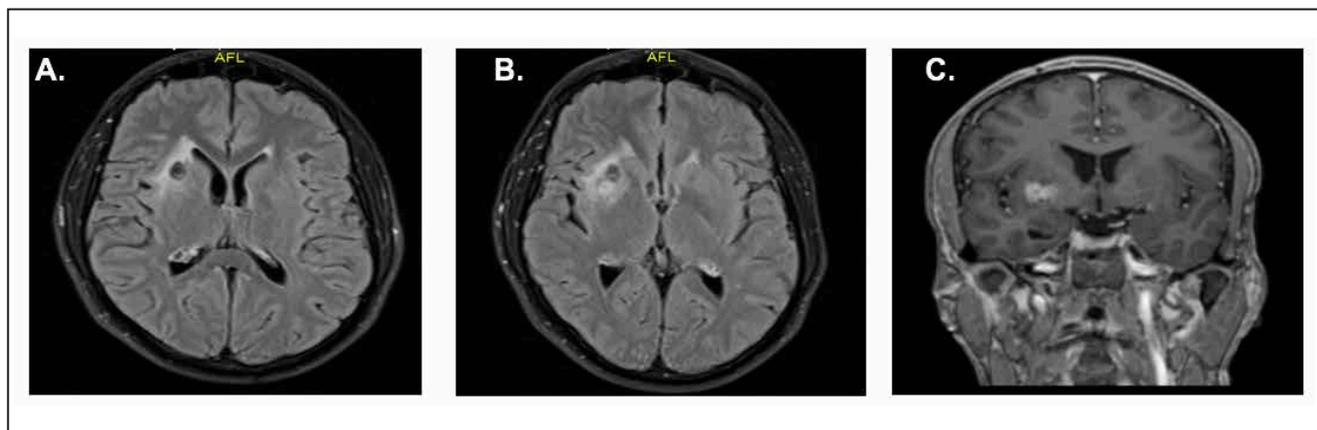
A, B y C: Resonancia cerebral contrastada: Secuencia FLAIR, corte axial (A y B) y T1 contrastada, corte coronal (C), posterior a 1 mes de tratamiento. Se evidencia lesiones hiperintensas en núcleos basales bilaterales, la de mayor tamaño en región basal derecha de bordes irregulares que realza con el medio de contraste en su parte más externa, con edema perilesional sin desviación de la línea media, correspondiente a reacción inflamatoria por criptococoma.
